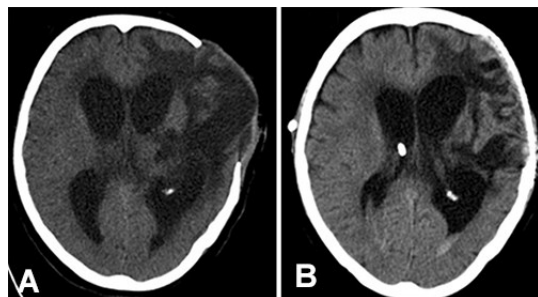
单侧颅骨缺损合并脑积水同期行脑室-腹腔分流和颅骨成形术治疗前后头颅 CT
